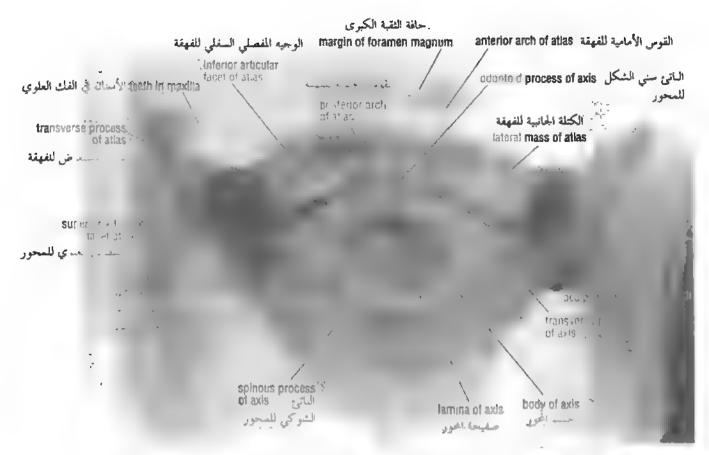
Anteroposterior radiograph of the upper cervical region of the venebral column with the patient's mouth open to show the adontoid process of the axis.
